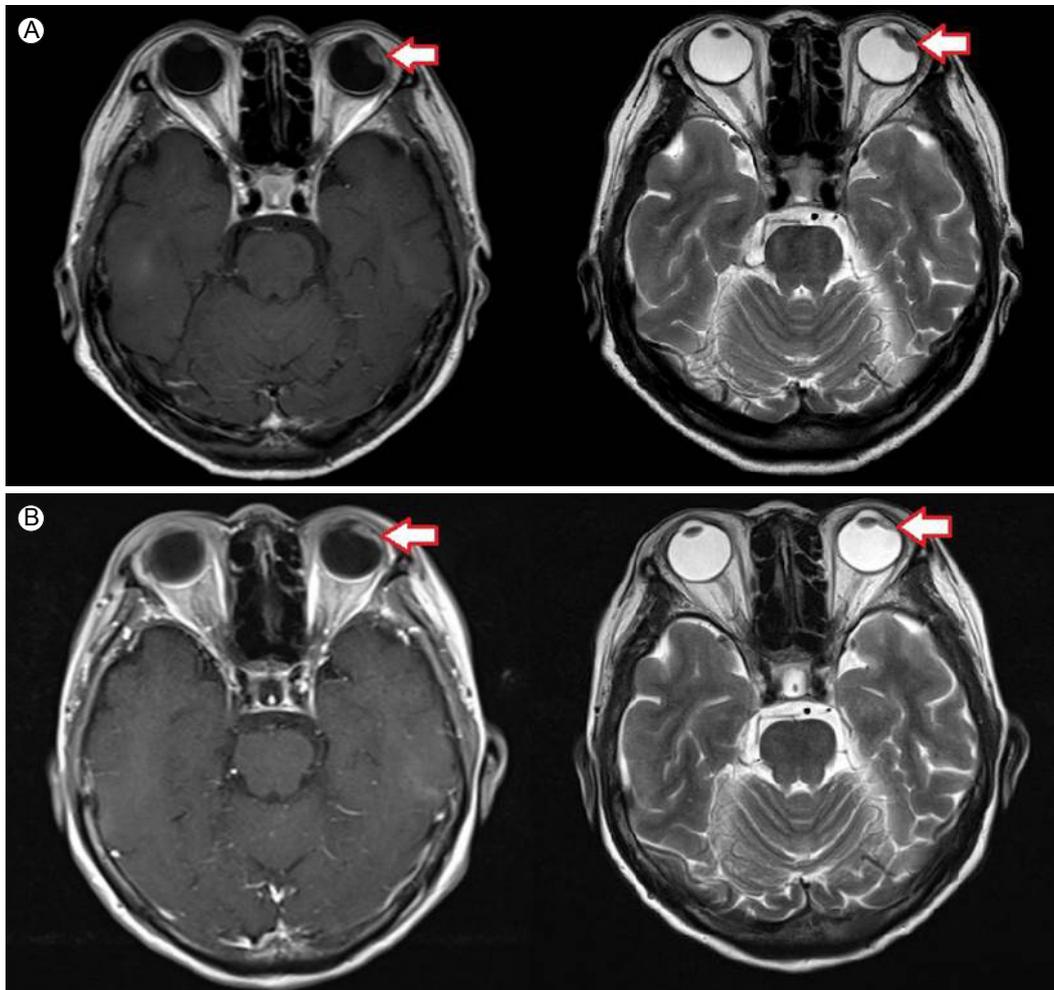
Brain MRI. (A) Initial MRI revealing a nodular lesion with heterogeneous enhancement in the left eye (arrow). (B) Post-radiotherapy MRI showing decreased size of the enhancing mass in the left eye (arrow). MRI, magnetic resonance imaging.
